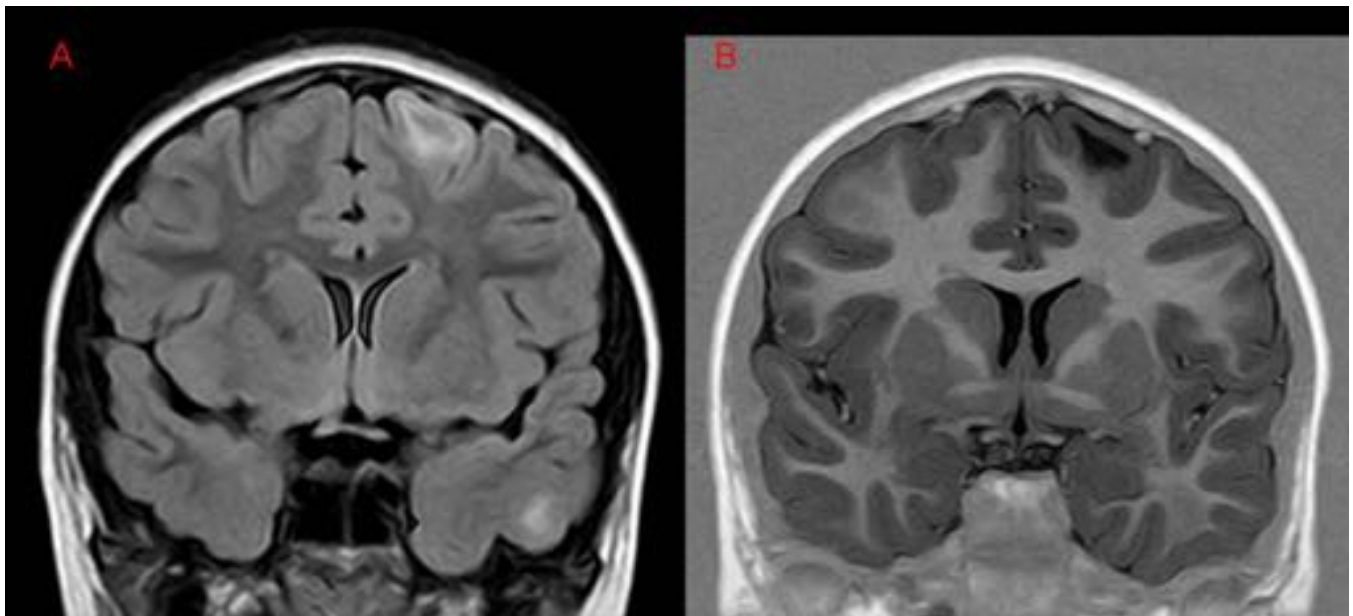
FIGURA 6. A. Coronal FLAIR. B Coronal T1IR. Se observa un foco de afectación de la corteza frontal izquierda, con alteración tenue de la señal cortical y mayor de la SB yuxtacortical, hiperintenso en T2 e hipointenso en T1, y un foco de menor tamaño de alteración de la señal en SB yuxtacortical del lóbulo temporal izquierdo. Compatible con DCF tipo II frontal y temporal.
